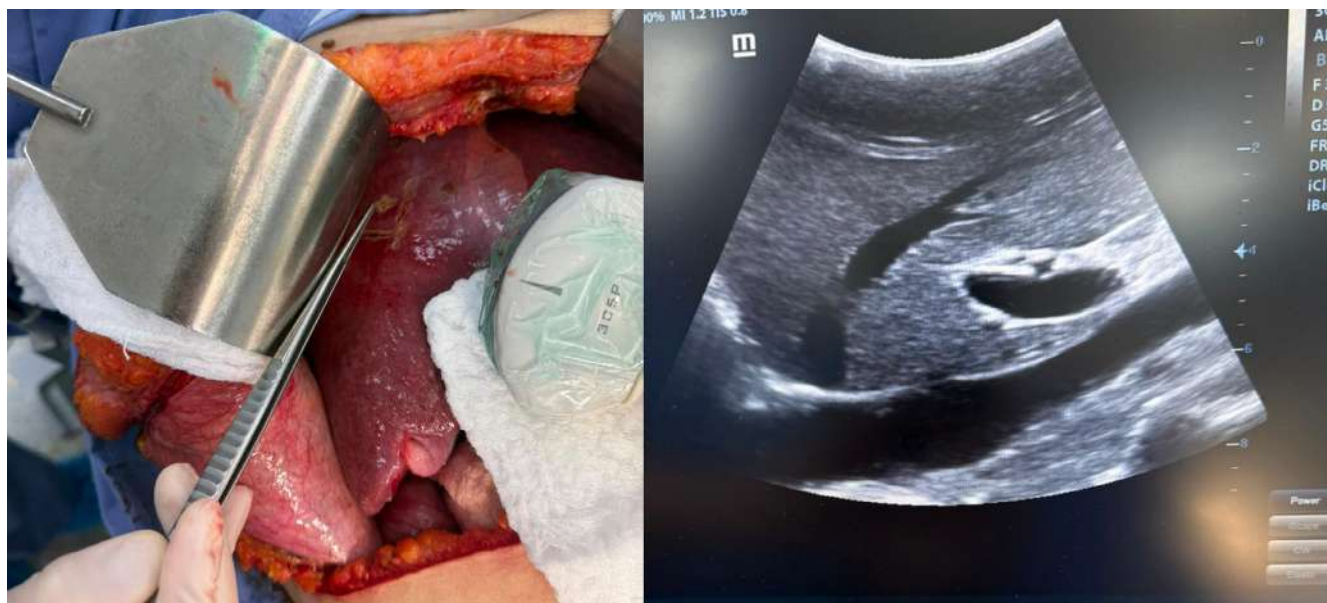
Ecografía intraoperatoria del hígado. Marcación trayecto vena hepática media.
